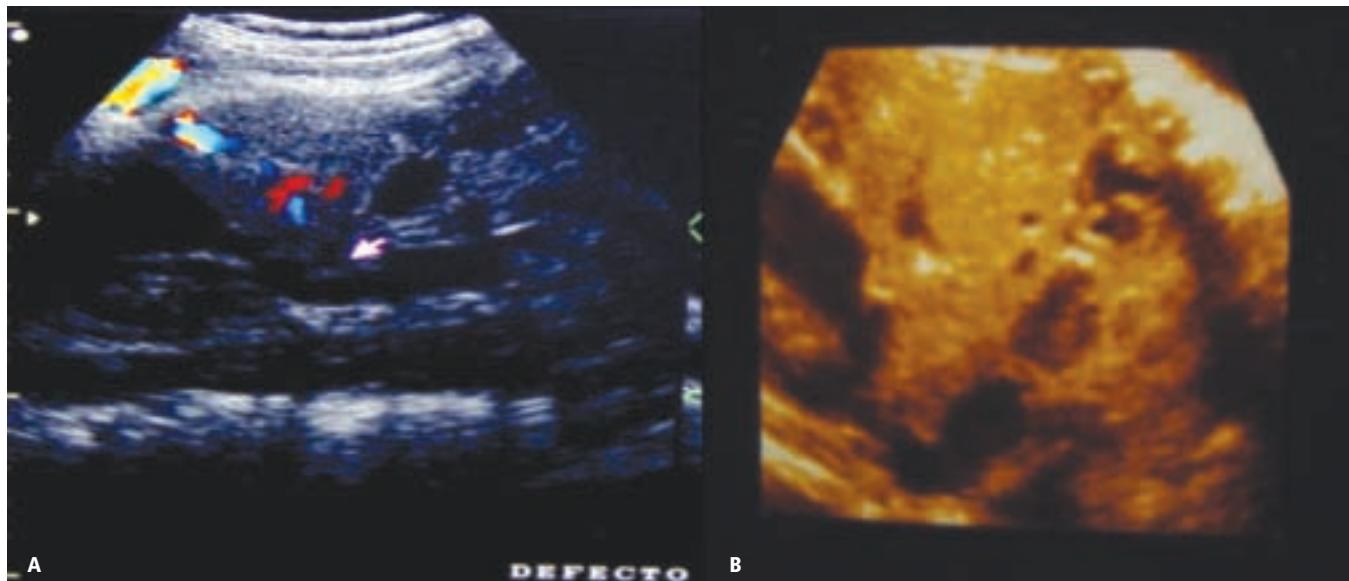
Corte sagital a través del defecto, con a) aplicación de Doppler color y b) tercera dimensión.
